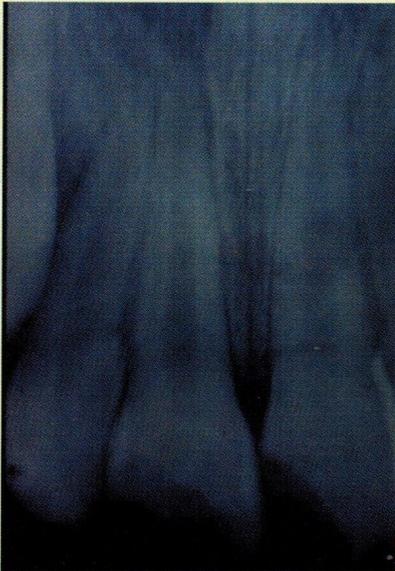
Radiografia inicial - Imagem sugestiva de fratura radicular no terço médio do 21
